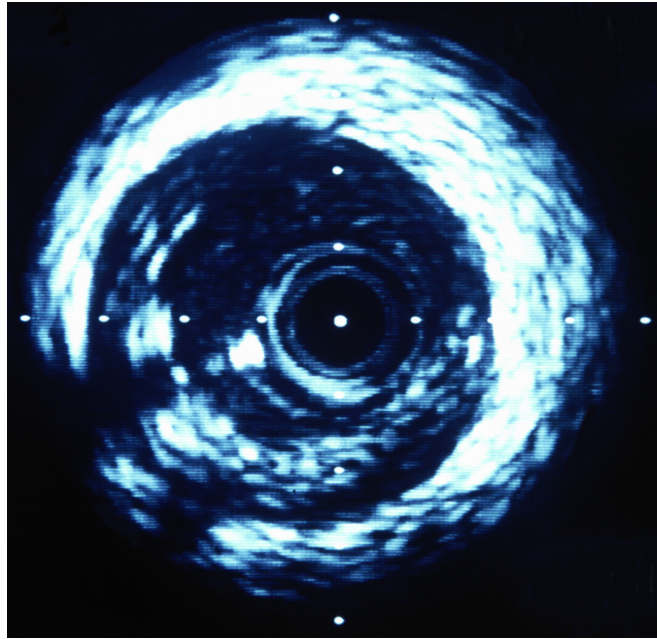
Ultrasonographisches Bild des postinterventionellen Ergebnisses.
